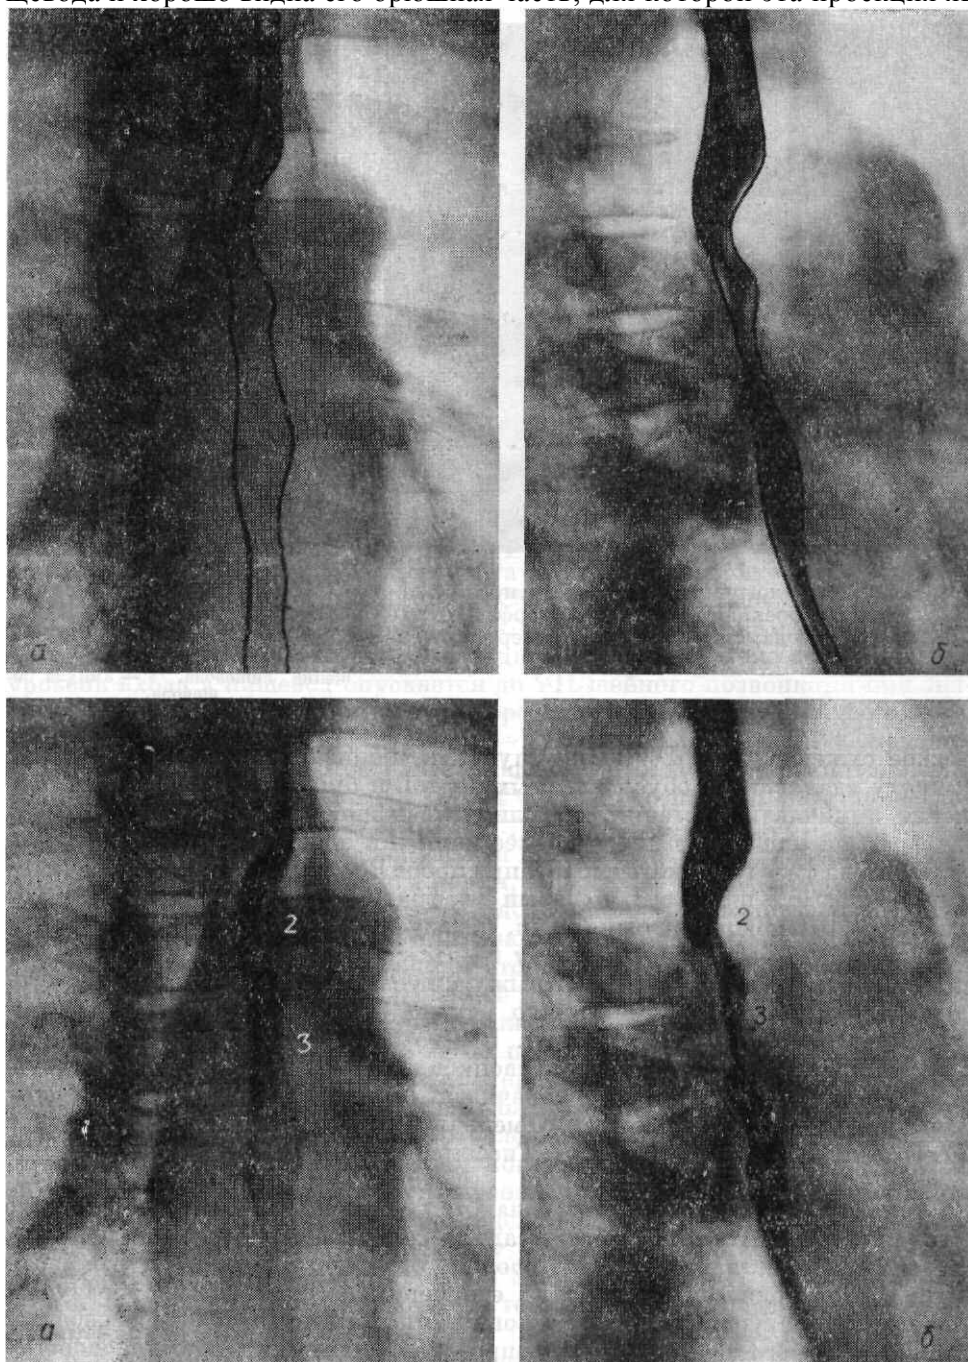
Рентгенограммы пищевода в прямой передней (а) и правой косой передней (б) проекциях. Физиологические сужения пищевода: на уровне дуги аорты (2) и левого главного бронха (3).
